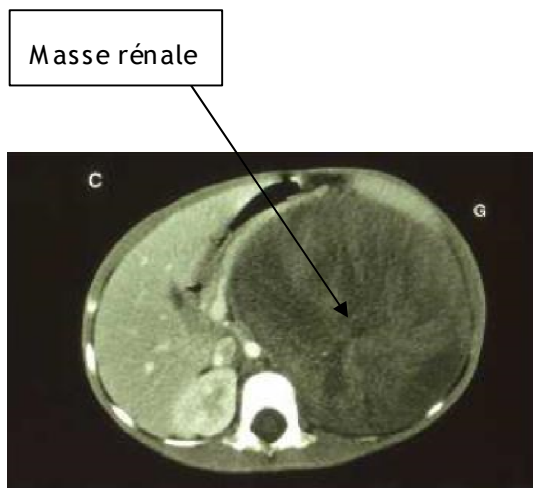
TDM avant chimiothérapie.
